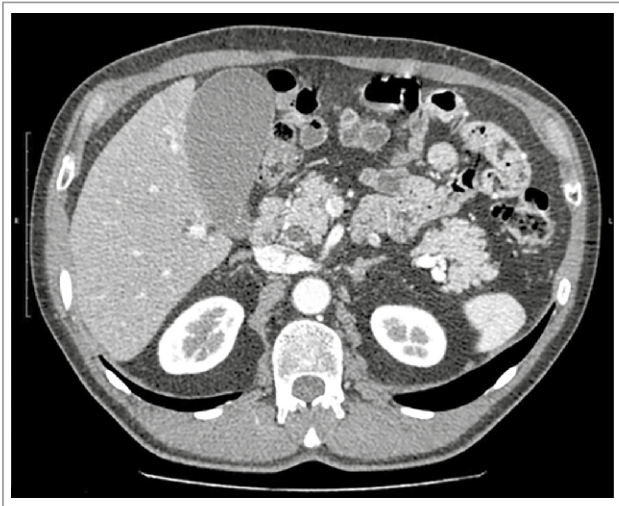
TC de abdomen y pelvis con contraste. Dilatación de 1,9 cm de vía biliar extrahepática. Obsérvese dilatación patológica de la vesícula biliar (Courvoisier-Terrier).
